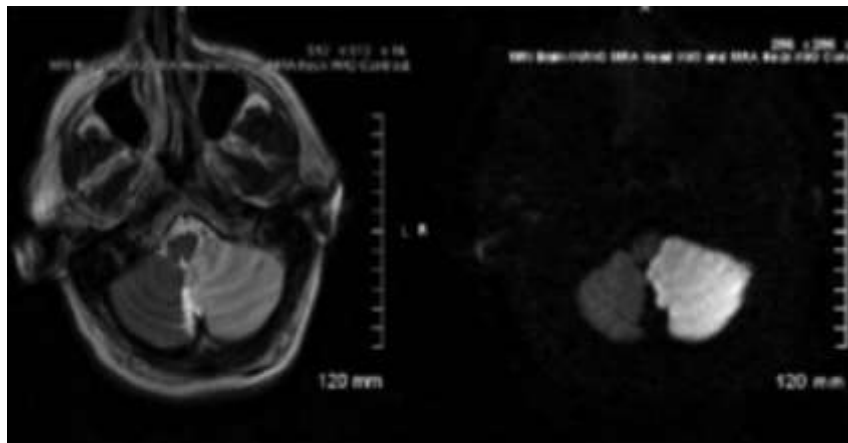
Images IRM objectivant un large infarctus cérébelleux du territoire de la PICA gauche 24h après l'installation d'un syndrome vestibulaire aigu chez un patient chez qui l'examen clinique initial avait objectivé un nystagmus horizontal battant vers la gauche, une absence de « skew deviation », mais une réponse normale au HIT dans le plan horizontal.*
